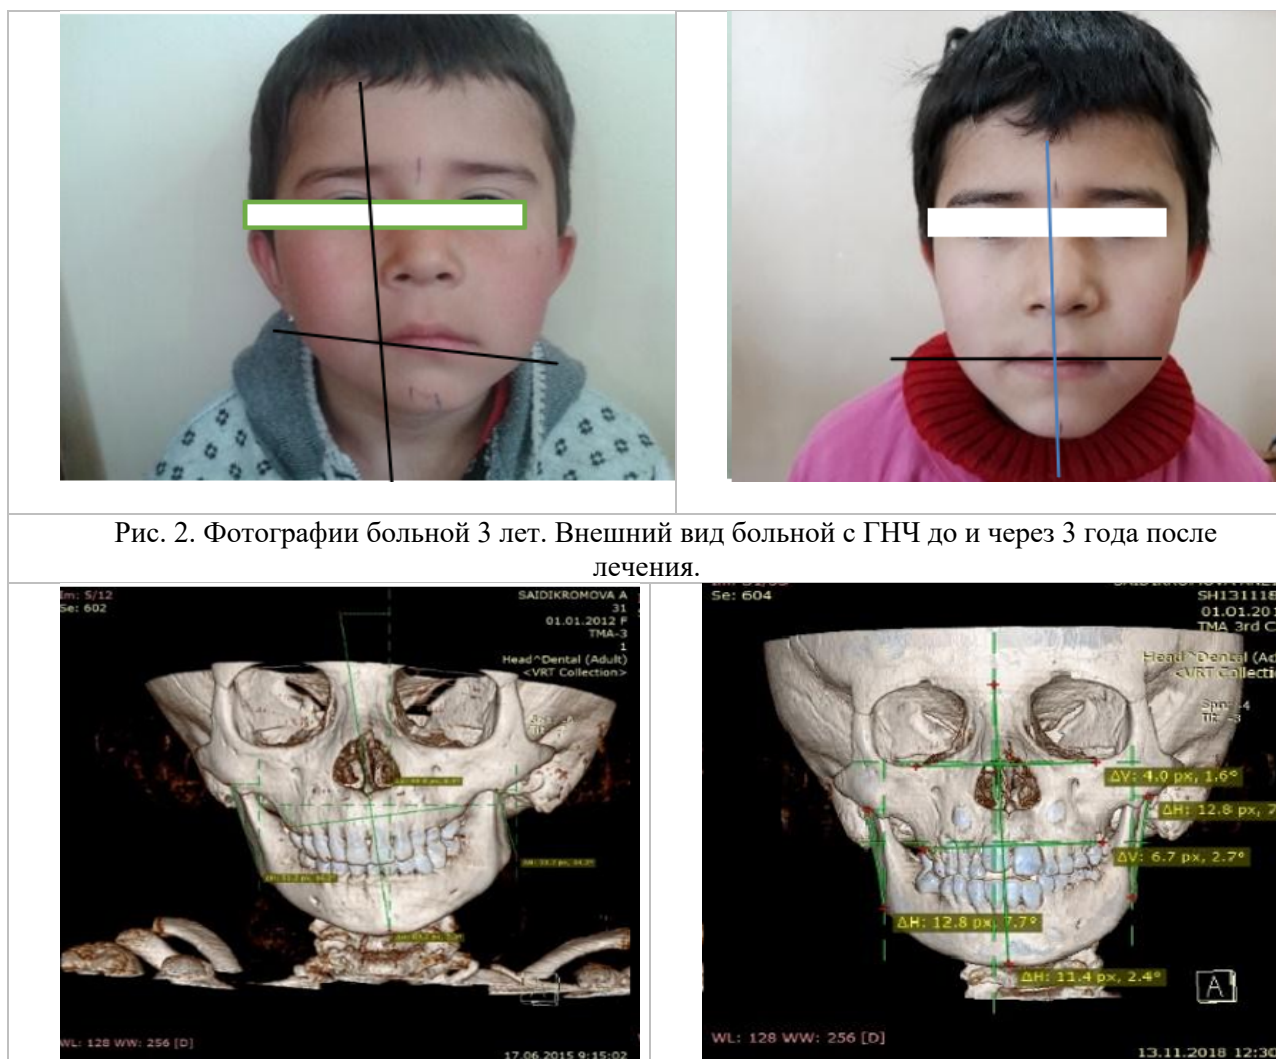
Фотографии МСКТ больной до и после лечения. Наблюдается выравнивание угловых и линейных показателей.
